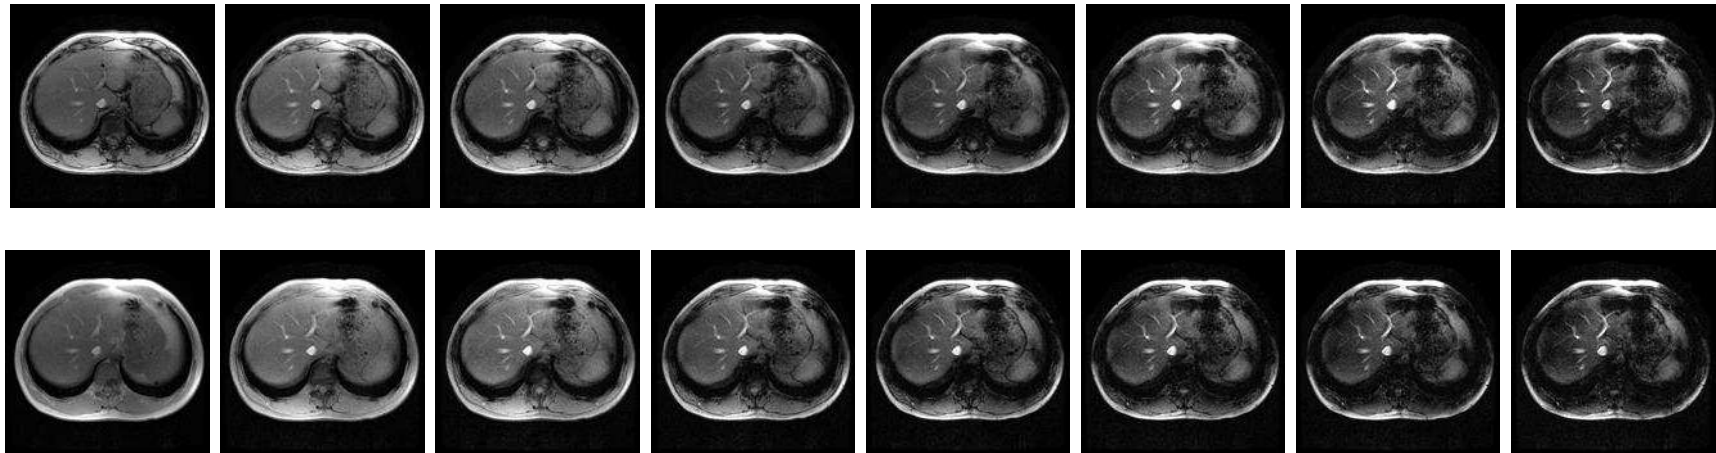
La première ligne présente les images en opposition de phase OP avec des temps d'écho respectifs de 2.23, 6.69, 11.15, 15.61, 20.07, 24.53, 28.99, 33.45. La seconde ligne présente les images en phase IP avec des temps d'écho respectifs de 4.46, 8.92, 13.38, 17.84, 22.3, 26.76, 31.22, 35.68. Ces images illustrent également la perte d'intensité du signal IRM.
